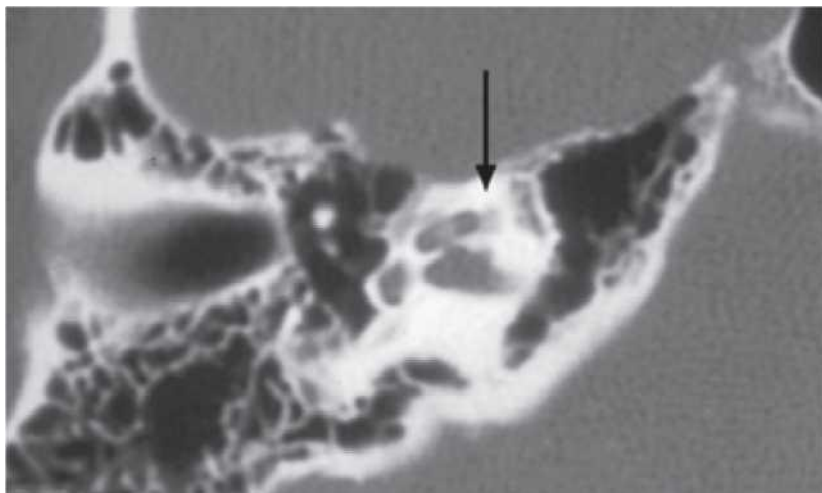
Tomografie computerizată (CT) axială care prezintă o zonă de demineralizare radiotransparentă a capsulei otice.
